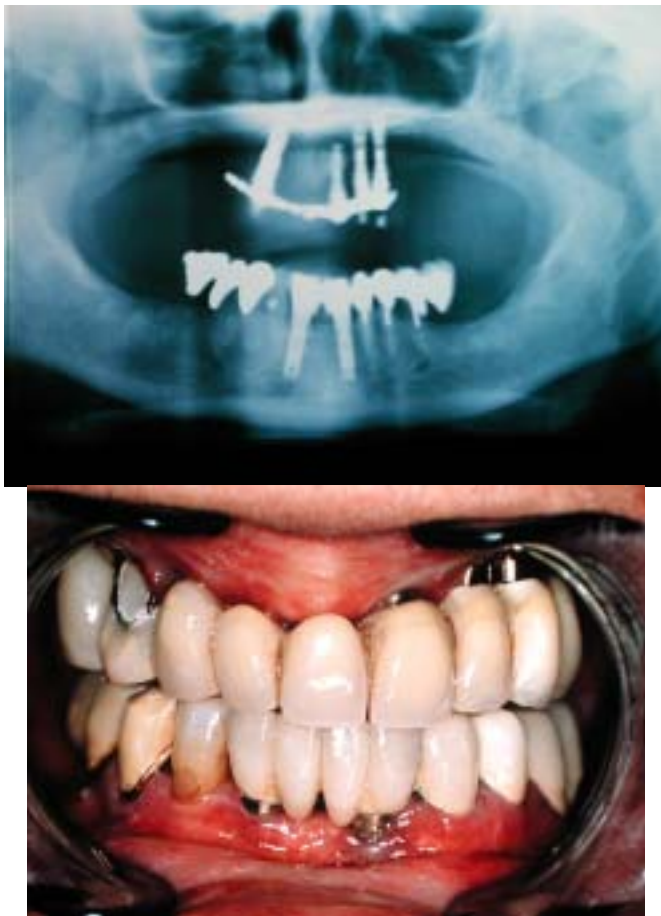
(a) Ortopantomografía mostrando la situación de los implantes.
